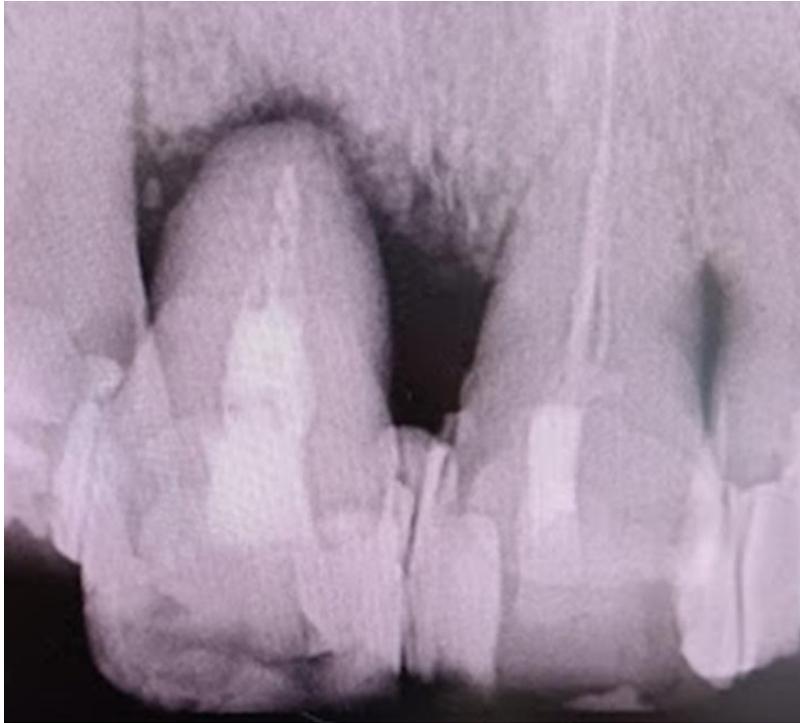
Fuente directa. Radiografía en zona de incisivos.
